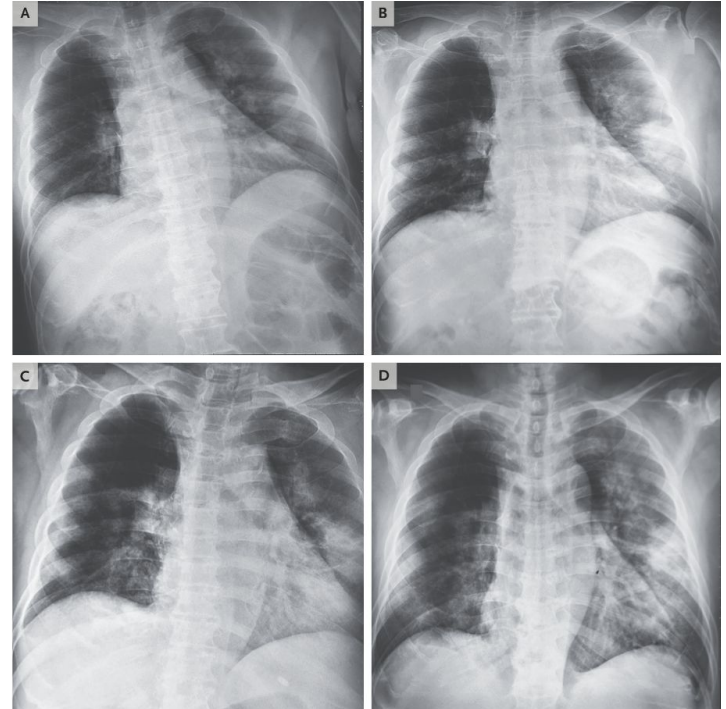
Radiographs of the Father's Chest.
